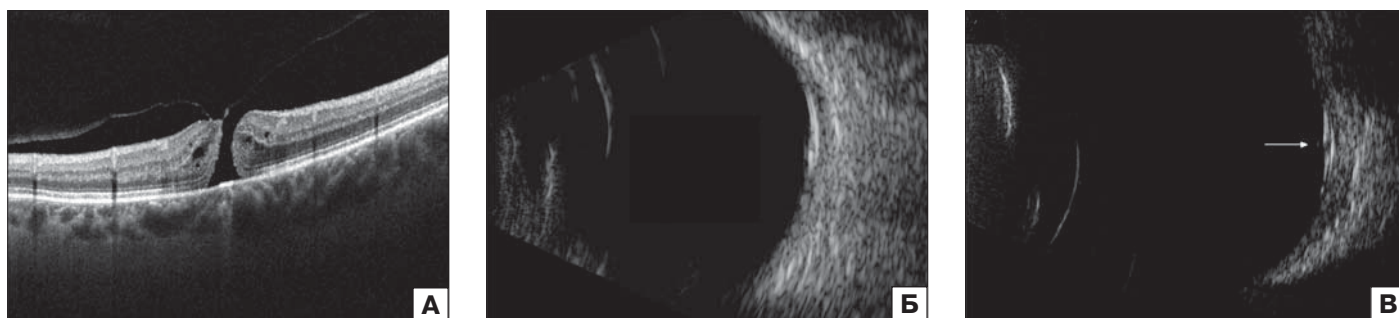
Макулярный разрыв III стадии: А — оптическая когерентная томография: неполная ЗОСТ, витреомакулярная тракция, сквозной разрыв с кистовидным отеком краев; Б — эхограмма в В-режиме (10 МГц): визуализируется локальный участок проминенции в области макулы; В — эхограмма в В-режиме (20 МГц): определяется локальный участок проминенции в области макулы с точечным дефектом и гиперэхогенное включение в виде «крышечки» над МР (стрелка), отслойка заднего гиалоида
